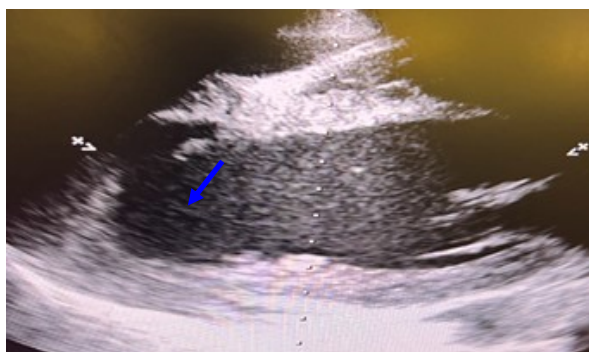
Image d'échographie cardiaque en coupe parasternale grand axe gauche montrant un anévrisme avec un collet large
